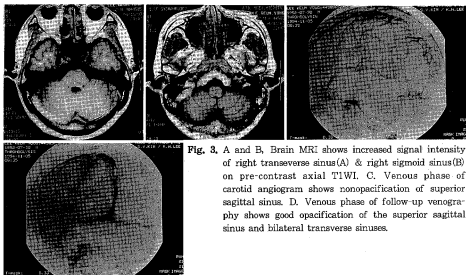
A and B. Brain MRI shows increased signal intensity of right transverse sinus(A) & right sigmoid sinus(B) on pre-contrast axial TIWI. C. Venous phase of carotid angiogram shows nonopacification of superior sagittal sinus. D. Venous phase of follow-up venography shows good opacification of the superior sagittal sinus and bilateral transverse sinuses.
